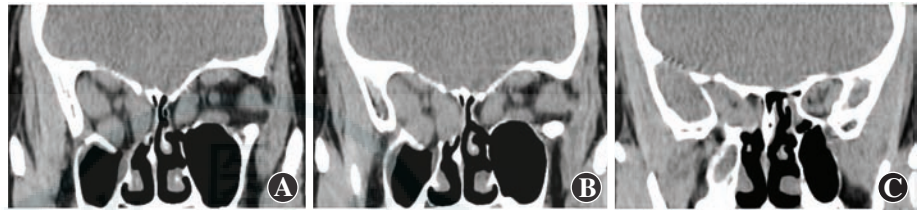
双眼眶减压术后眼眶 CT 左眼采用经泪阜结膜入路内下壁减压术联合眶深外壁减压术,右眼采用经鼻内窥镜内下壁减压术 A:双眼眶减压术后眼眶水平位 CT B:右眼后 2/3 strut 结构磨除 C:眼眶冠状位 CT 显示双眼眶减压后眶尖情况
